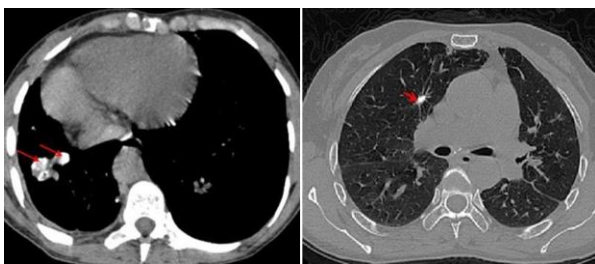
Broncholithiase: TDM thoracique axiale en fenêtre médiastinale et parenchymateuse : broncholithiases dans les bronches des lobes inférieur et supérieur droit.
